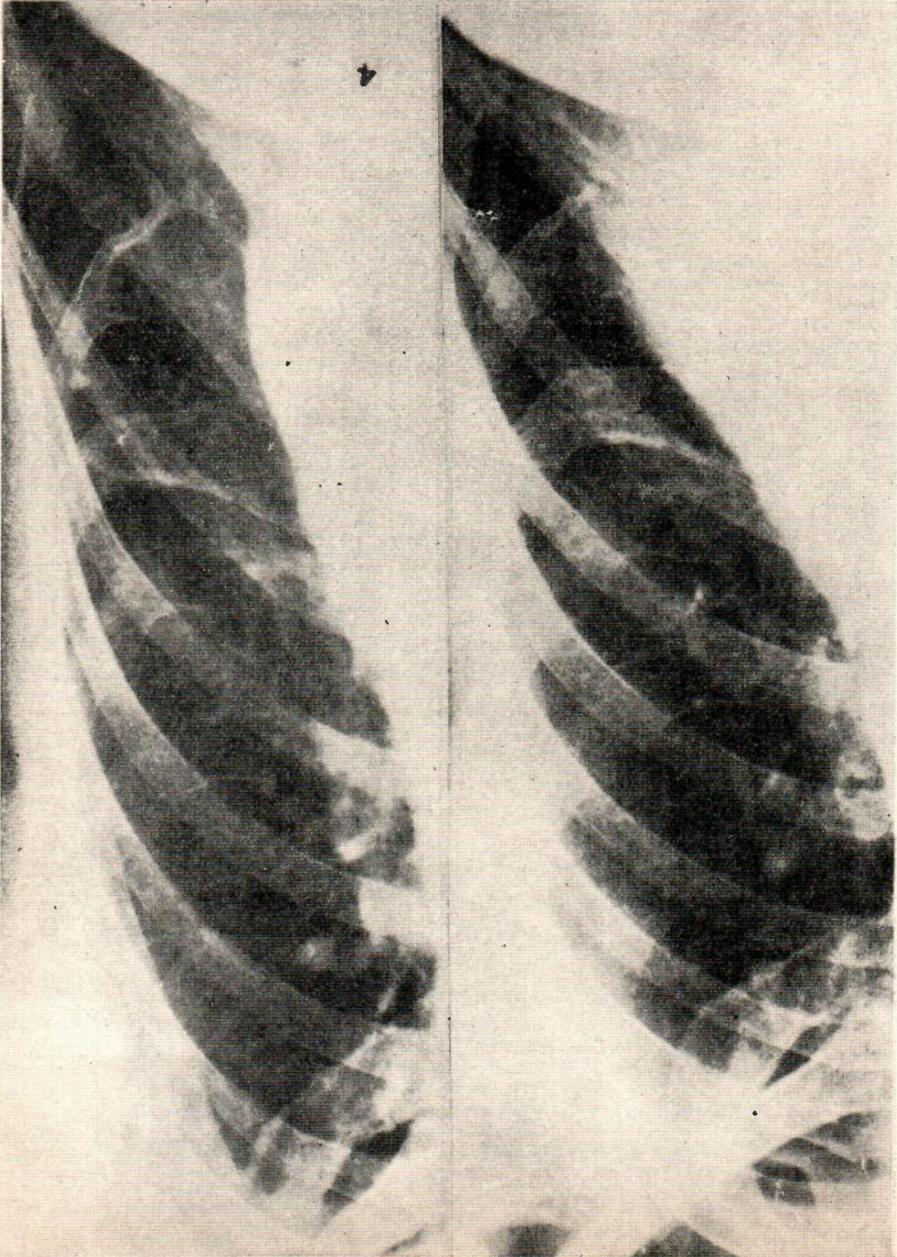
Sección ampliada de los roentgenogramas del lado derecho de mellizos idénticos A. B. y J. B. para demostrar la forma similar de osificación de los cartilagos costales.
